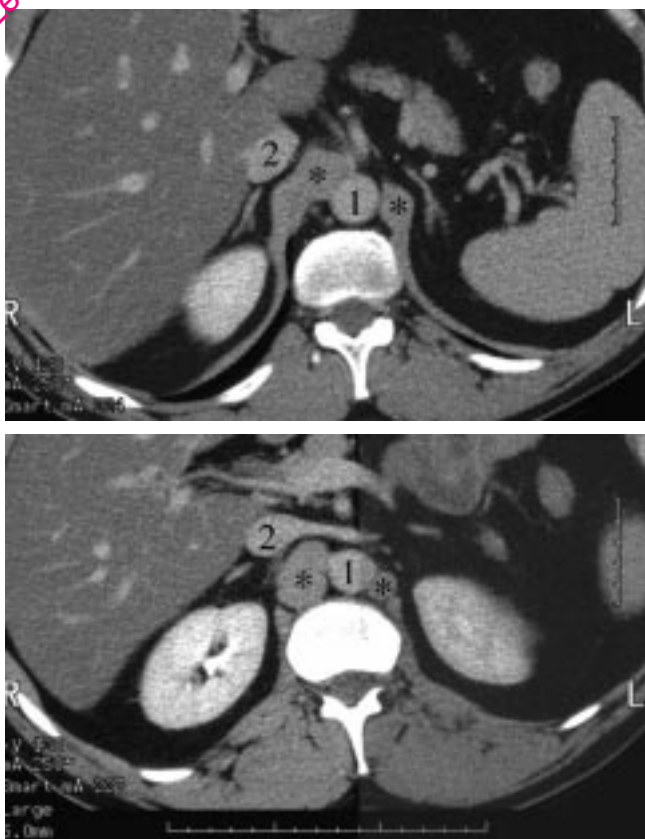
Hypertrophie du pilier diaphragmatique droit. Coupes TDM étagées de haut en bas avec opacification. Le pilier droit (astérisque) apparaît plus volumineux que le pilier gauche. Sur la coupe inférieure, le pilier droit détaché du corps vertébral pourrait en imposer pour un ganglion hypertrophié. 1 : aorte abdominale. 2 : veine cave inférieure en arrière de laquelle se trouve la surrenale droite (A) et qui reçoit la veine rénale gauche (B).
